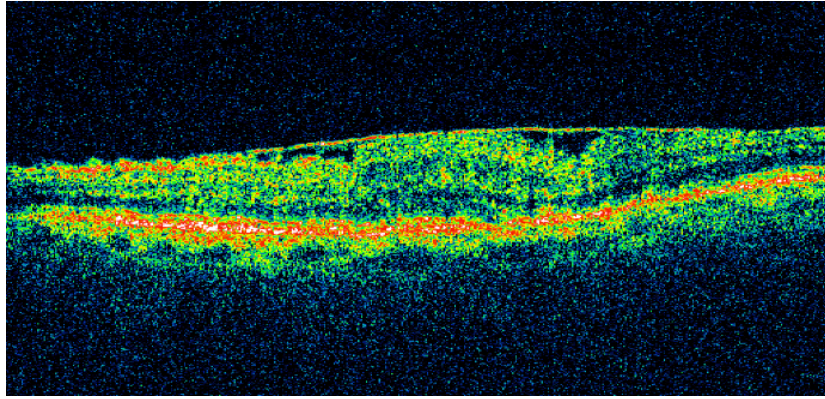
Tomografía de coherencia óptica donde se aprecia un edema macular quístico tras la cirugía.*
